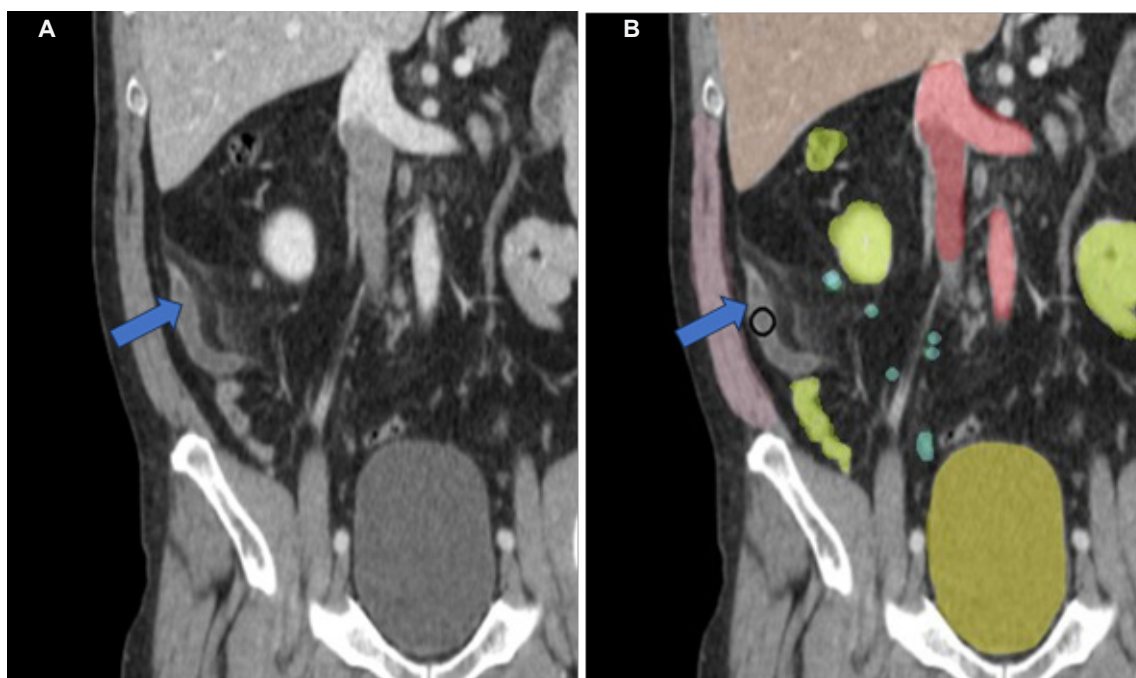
Corte coronal de tomografía de abdomen y pelvis donde se señala con flecha azul el aumento del diámetro apendicular. También se observan cambios en la densidad de la grasa periapendicular y adenopatías mesentéricas. En la imagen con color se indica: asas delgadas en verde; adenopatías mesentéricas en turquesa; vejiga urinaria en amarillo oscuro; borde inferior del hígado en marrón; músculos anchos del abdomen en rosado; vena mesentérica superior en la confluencia con la vena esplénica y aorta abdominal en rojo. Fuente: Radiología e imagenología- Centro Médico Docente La Trinidad
